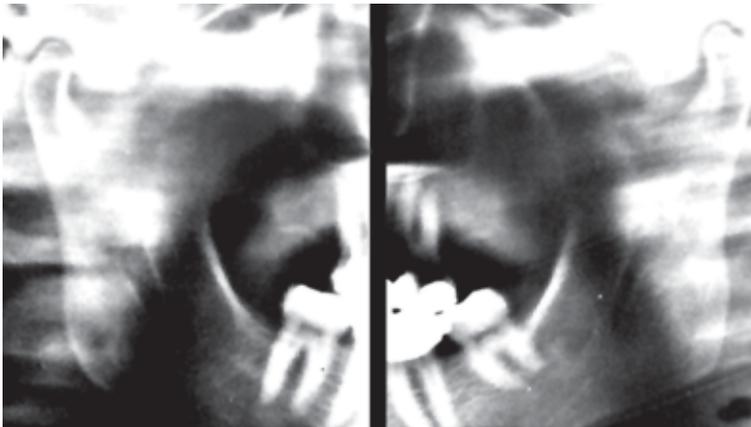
Radiografía del ángulo mandibular.
